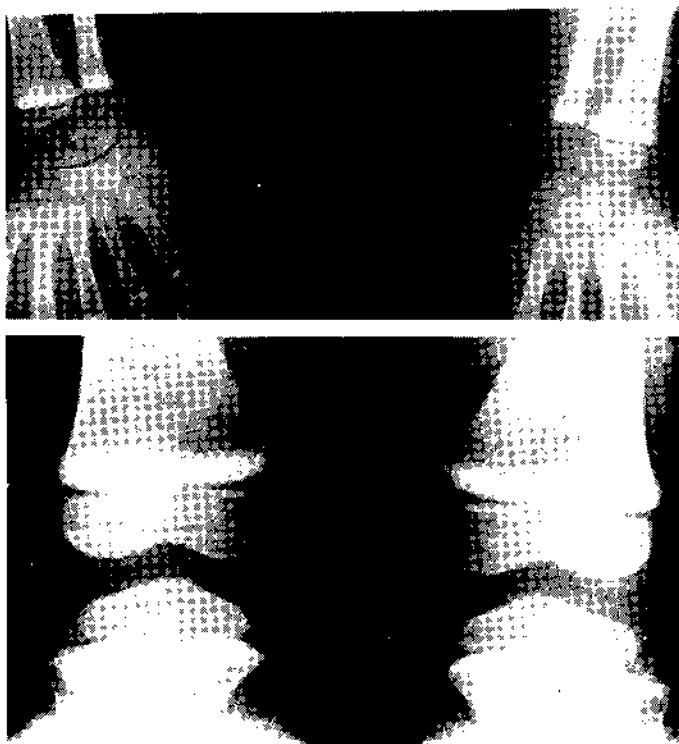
Bandas de mayor densidad ósea en las metafisis de huesos largos en la hermana de cinco años. Radiografías simples de muñecas y rodillas.
